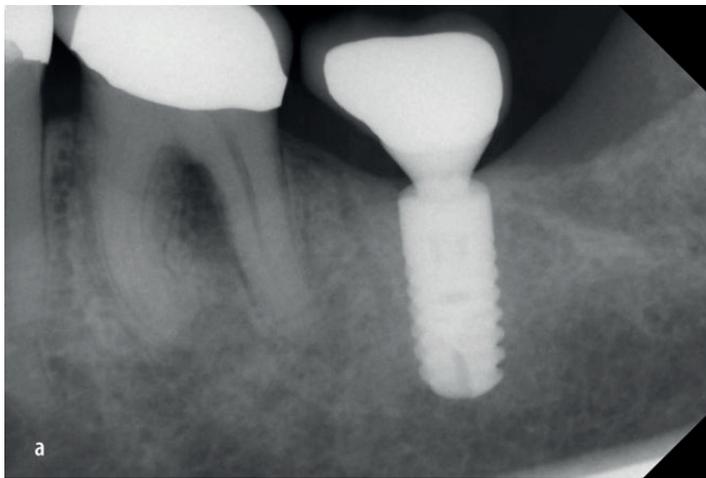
Fall 2: a) präoperatives Röntgenbild
